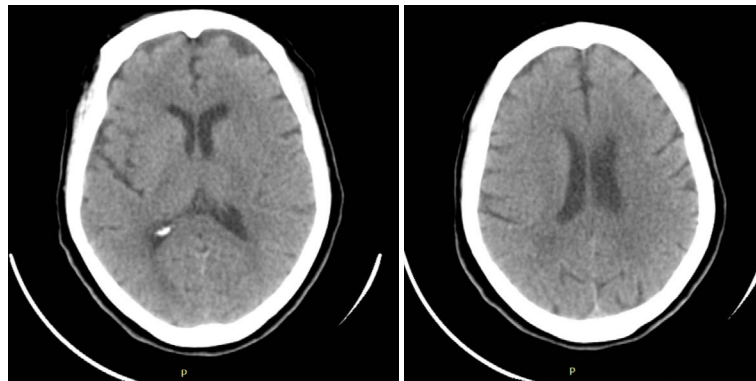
Tomografía de cráneo simple: Estudio dentro de parámetros normales.
